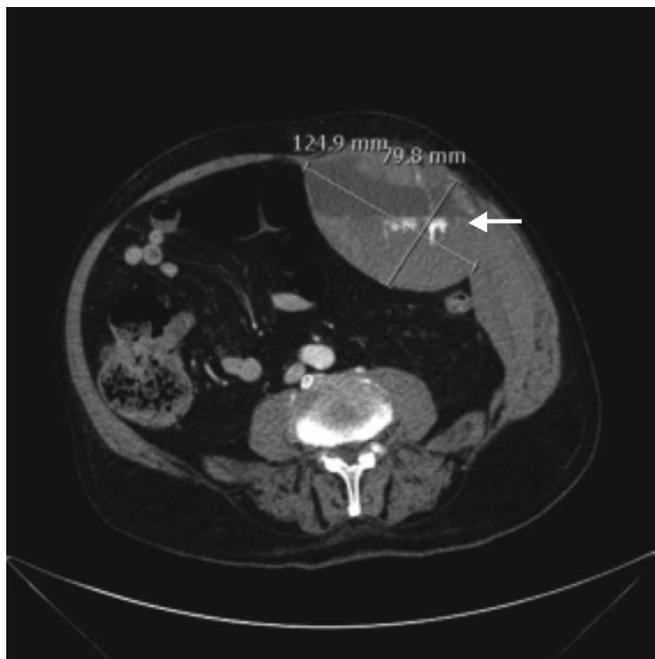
TC con mezzo di contrasto: esame diagnostico per sanguinamento in atto. Il mezzo di contrasto stravasato si stratifica all'interno dell'ematoma (freccia)
